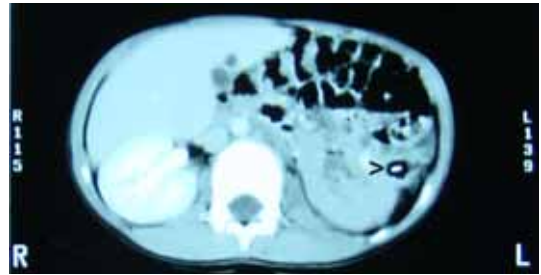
Abdominal CT image shows a target appearing material within the lumen of the descending colon.
